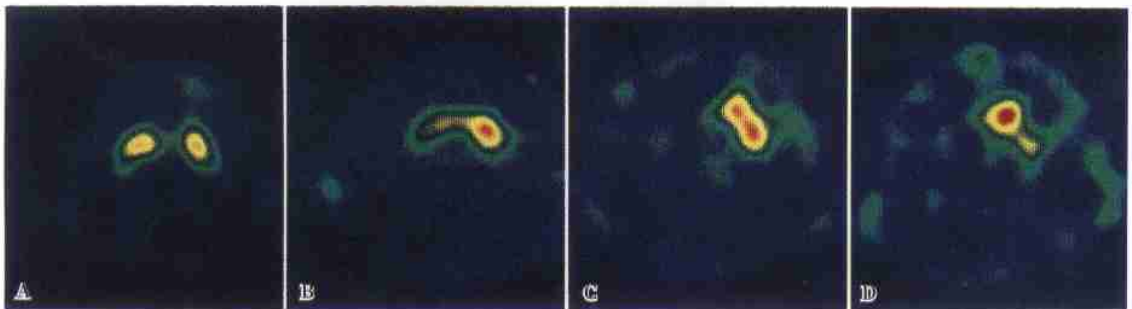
猴脑 DAT ^{99m}Tc-TRODAT-1 SPECT 显像
